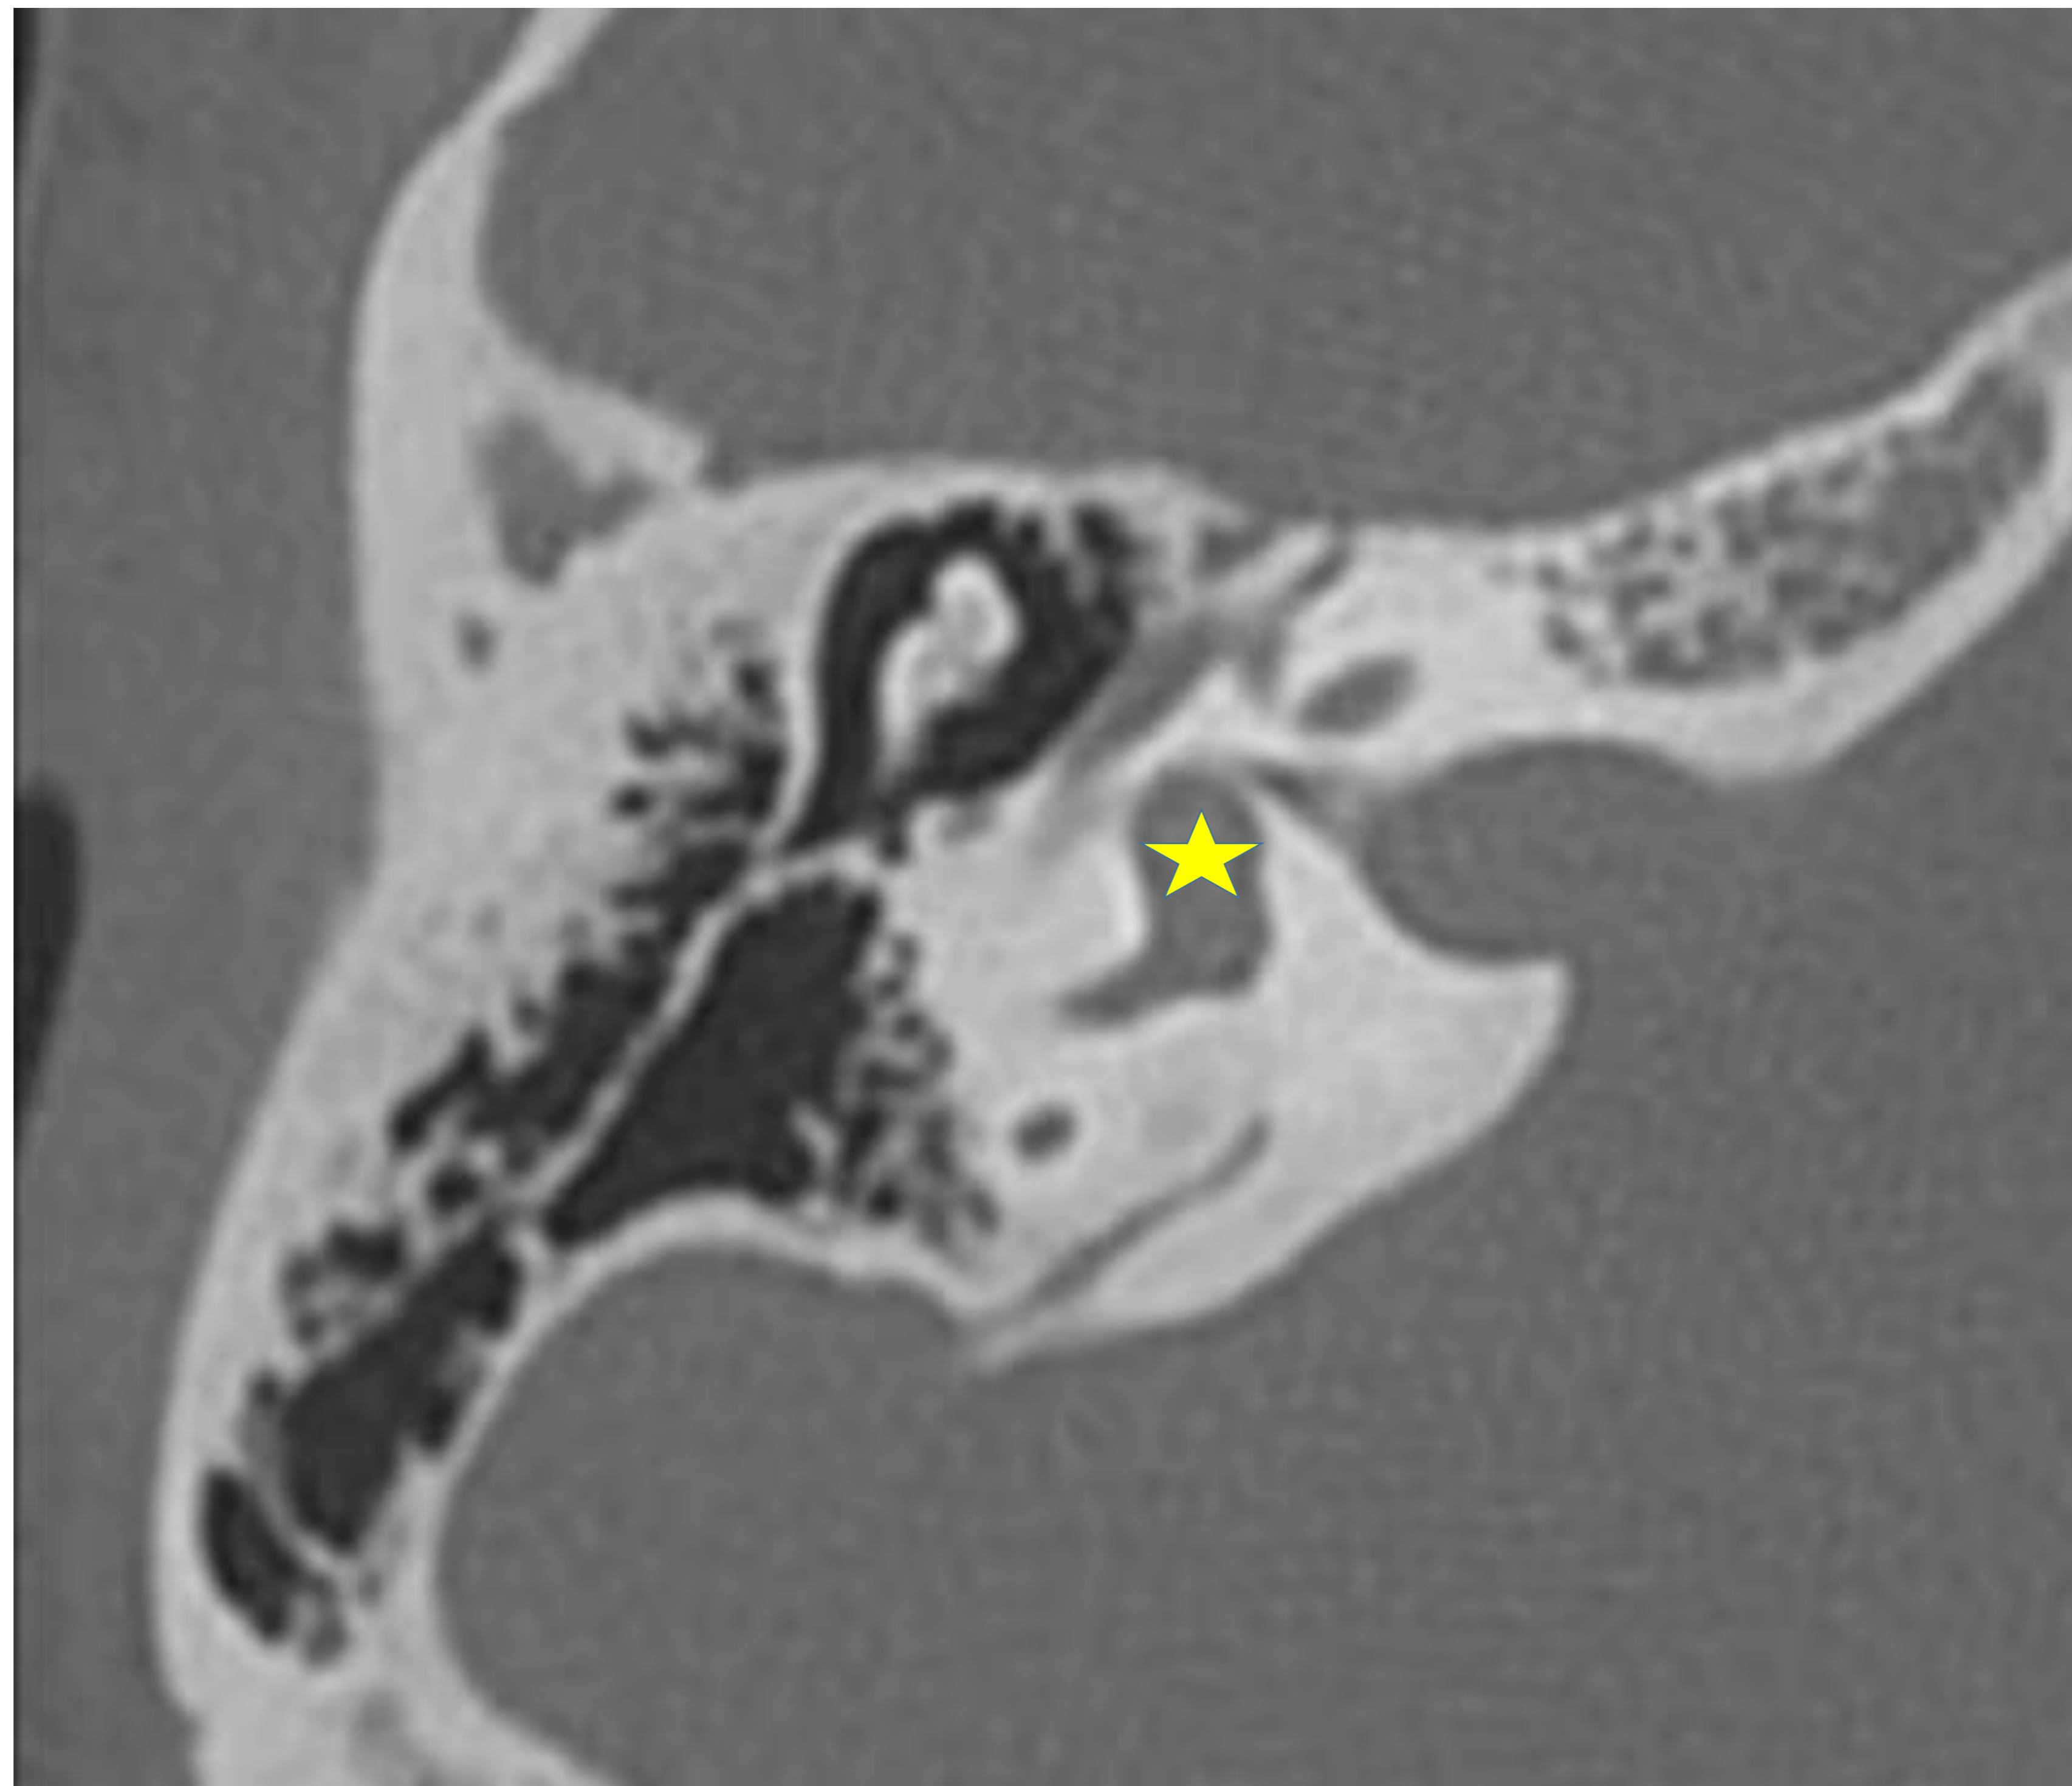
Corte axial TC: vestíbulo
